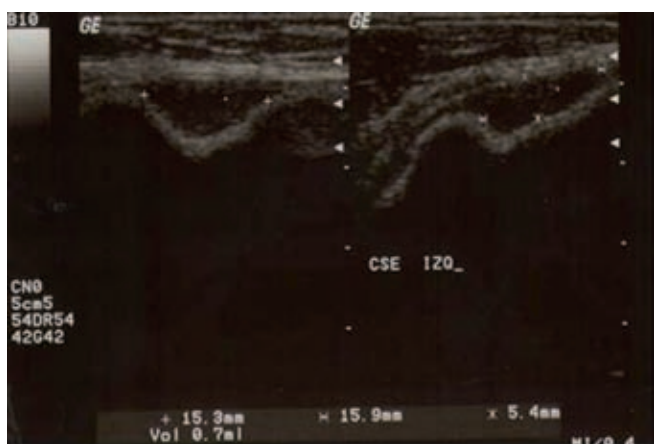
Imagen de seroma por ultrasonido.
